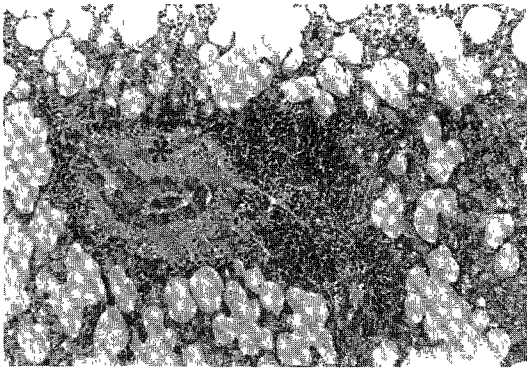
X-ray 20 Gy(H-E, $\times 26$) : Perivascular edema and infiltration of chronic inflammatory cells are noted as well as edematous fluid and desquamated cells in alveolar spaces.
